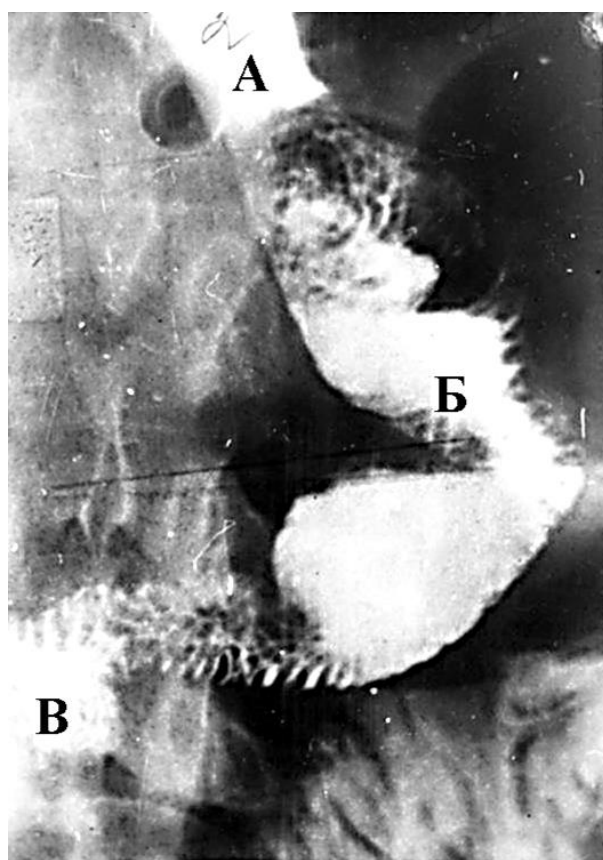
Рентгенограмма.
